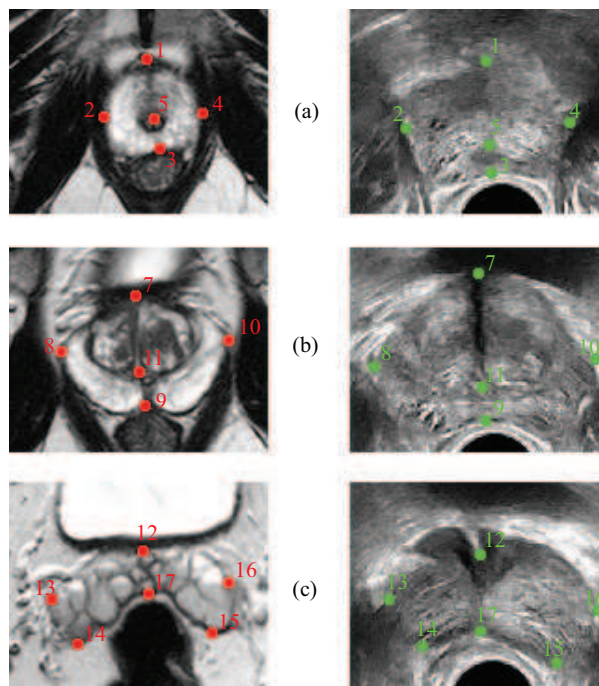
Initialisation des marqueurs sur les volumes d’IRM (à gauche) et d’échographie (à droite), affichés en coupes axiales au niveau de l’apex (a), du centre (b) et de la base (c). Les points implicitement appariés par l’opérateur portent le même numéro.
